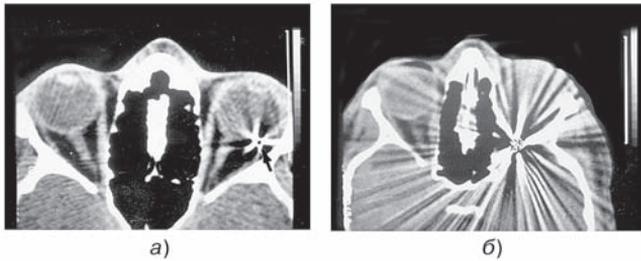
Компьютерная томограмма глазниц в аксиальной плоскости. У первого пострадавшего (а) в оболочках правого глазного яблока имеется металлическое инородное тело, от которого прослеживаются артефакты в виде расходящихся белых «лучей». У второго больного (б) крупное (9 × 9 мм) металлическое инородное тело расположено в полости правой глазницы. Артефакты более выражены.
